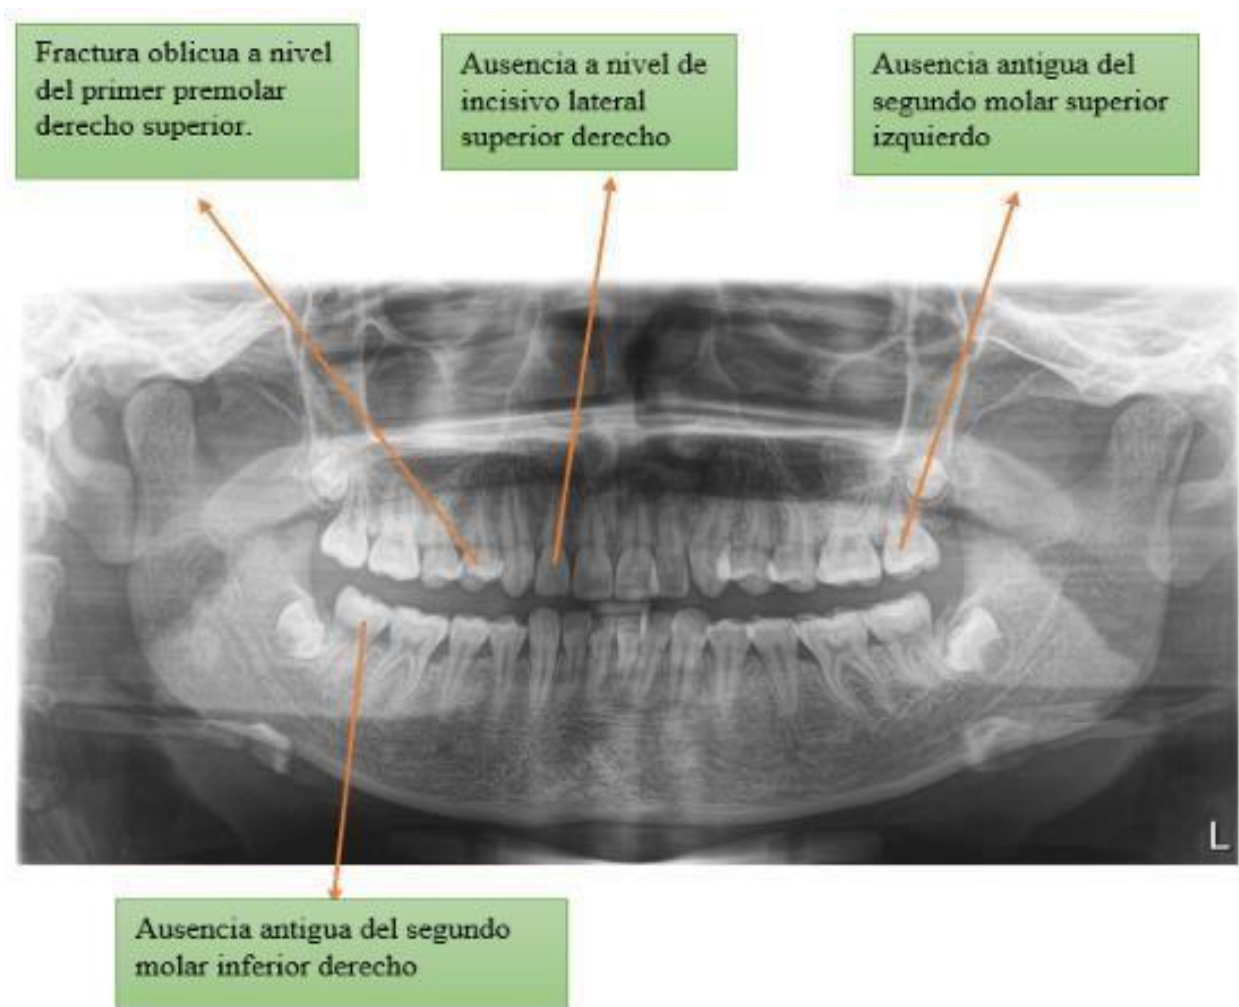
Ortopantomografía
